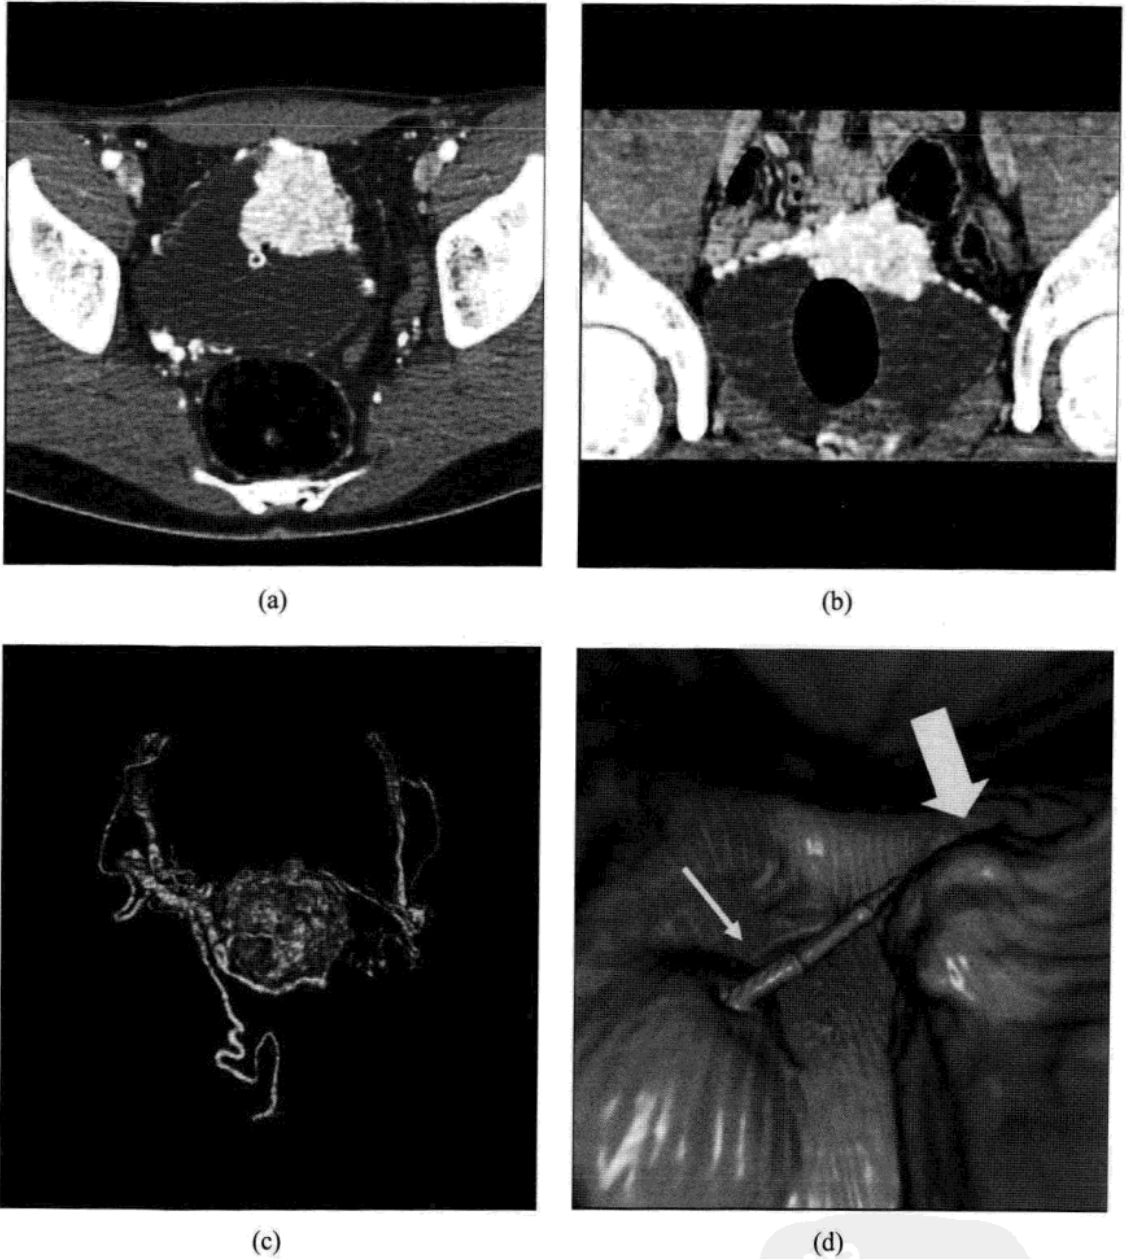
膀胱嗜铬细胞瘤的多层计算机断层扫描图像。男，17岁，间歇性高血压危象病史，尤其是排尿时和排尿后。(a)增强CT动脉期显示膀胱壁富血供的宽基底病灶。(b)冠状面重建证实病灶位于膀胱顶壁。(c)三维重建采用容积重建技术，使病灶血管显示清晰。(d)虚拟膀胱镜显示膀胱壁向腔内膨出，膀胱表面仍然保持光滑。
